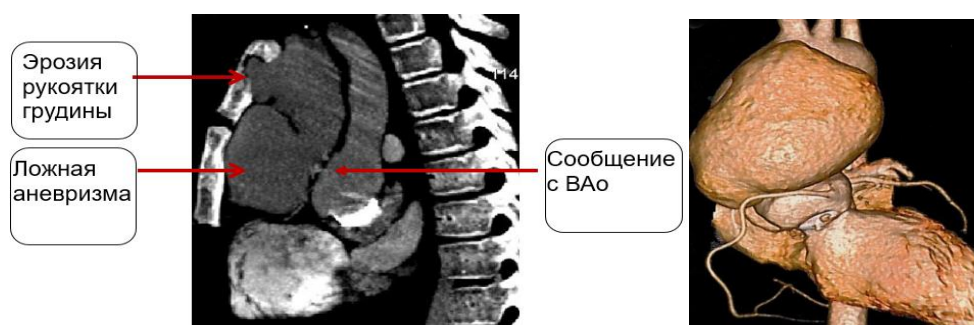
Слева направо: Пациентка 13 лет через 10 месяцев после ПАК и расточки ФК по Manouguian-Seybold-Epting. МСКТ и 3Д-моделирование. В парапротезном пространстве образование 46x38x28мм, сообщающиеся с аортой оттесняющие ствол легочной артерии влево.
